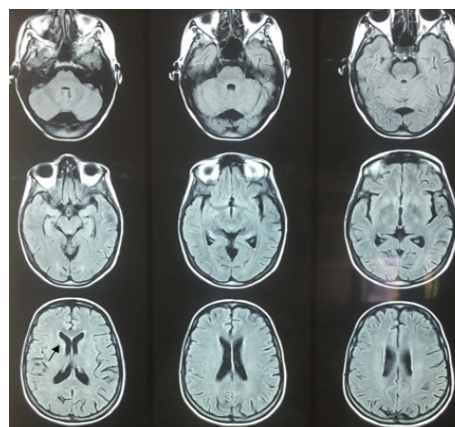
IRM cérébrale montrant une atteinte discrète de la tête du noyau caudé gauche avec une atrophie corticale sus tentorielle.
